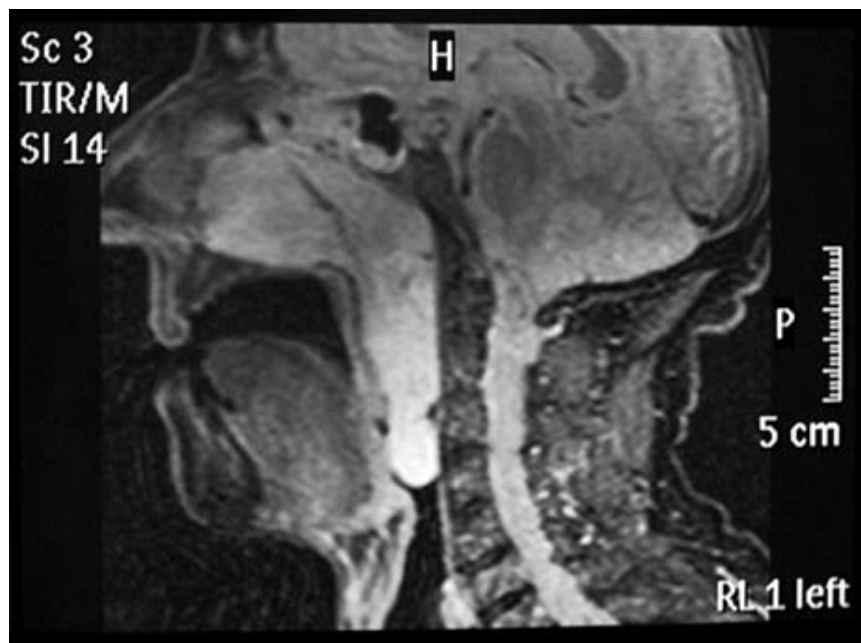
IRM en coupe sagittale montrant un volumineux PAC arrivant au niveau de l'épiglotte
